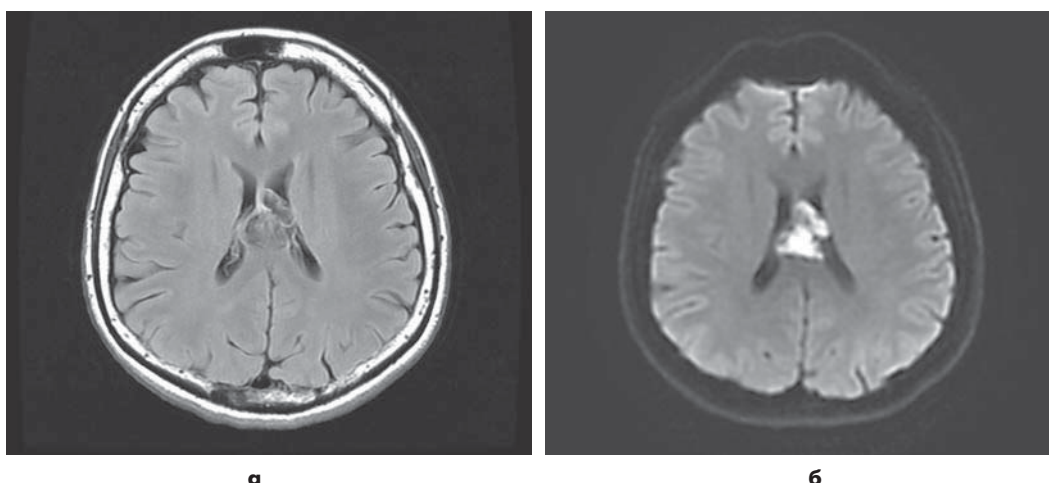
Эпидермоидная киста прозрачной перегородки. На аксиальном МР-изображении, выполненном в режиме T2-FLAIR (а), в проекции прозрачной перегородки между боковыми желудочками мозга определяется объемное образование с гетерогенным характером МР-сигнала. Гиперинтенсивный МР-сигнал в режиме ДВИ типичен для эпидермоидной кисты (б).
